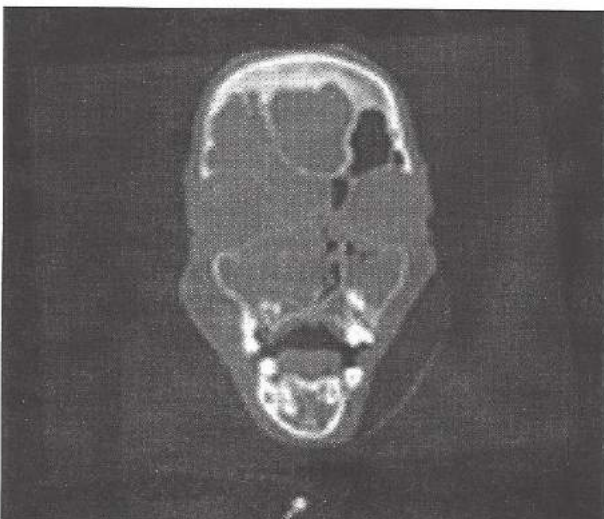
TC: corte coronal.
